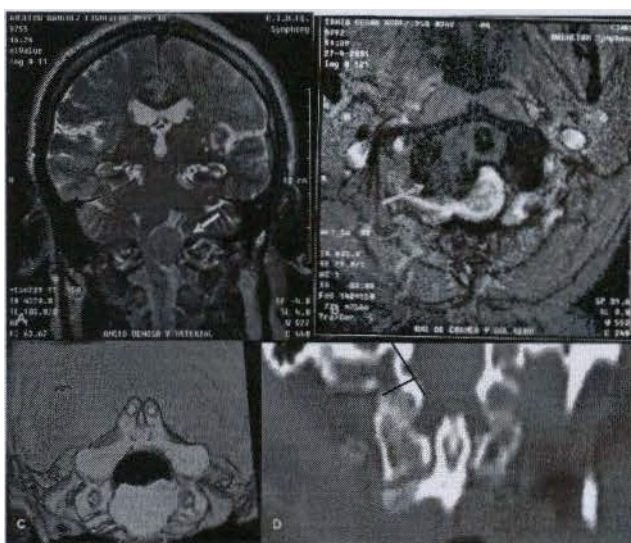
(a) Estudio de RM donde se muestra meningioma que ocupa toda la región anterior y lateral del agujero magno (flecha señala AV), (b) se visualiza lesión (granuloma micótico) a nivel del agujero magno que envuelve a la articulación atlanto occipital derecha, (e) TAC en ventana ósea con reconstrucción en 30 donde se visualiza proporcionados atnbos agujeros vertebrales, (d) TAC en ventana ósea y reconstrucción coronal con el objetivo de determinar características morfológicas de la articulación occipito-atloidea en vista a un abordaje transcondilar.
